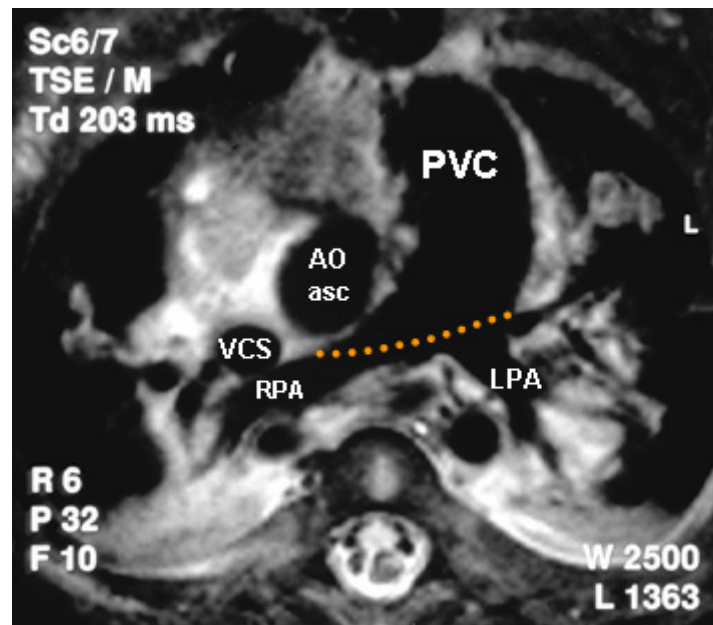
MRT Aufnahme eines implantierten Contegra™ Conduits in RVOT Position. (VCS = superior caval vein; LPA / RPA = left/right pulmonary artery; AOasc = ascending aorta; PVC = pulmonary valved conduit) (Abb. freundlich zur Verfügung gestellt durch die Firma Medtronic Inc.)
